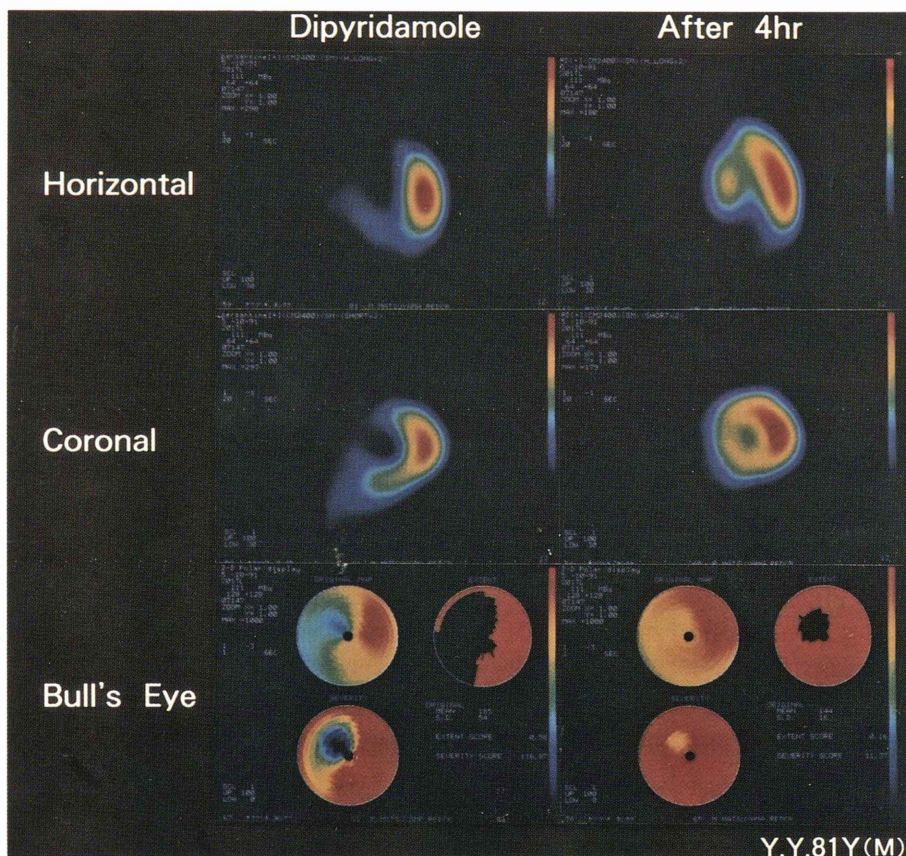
Representative SPECT images with dipyridamole stress (left) and 4 hours after (right). Horizontal, coronal, and Bull's eye images are shown downwards. Antero-septal perfusion defect during dipyridamole stress and partial redistribution after 4 hours were noted.
